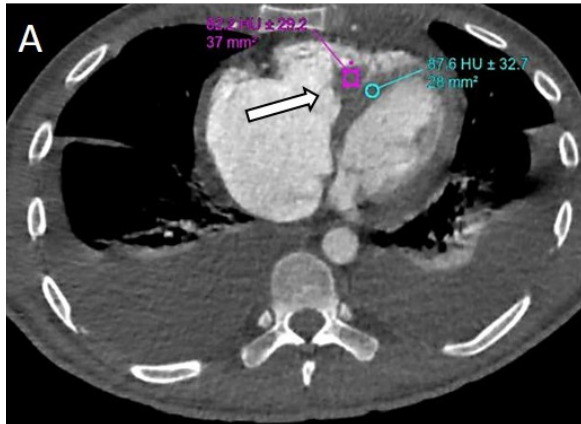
Corte axial de tomografía cardíaca (A) y corte eje largo de ventrículo derecho de cardioponencia magnética (B). Se observa imagen hipodensa e hipointensa, respectivamente, en ventrículo derecho (flecha) con densidad e intensidad similar al músculo cardíaco.
